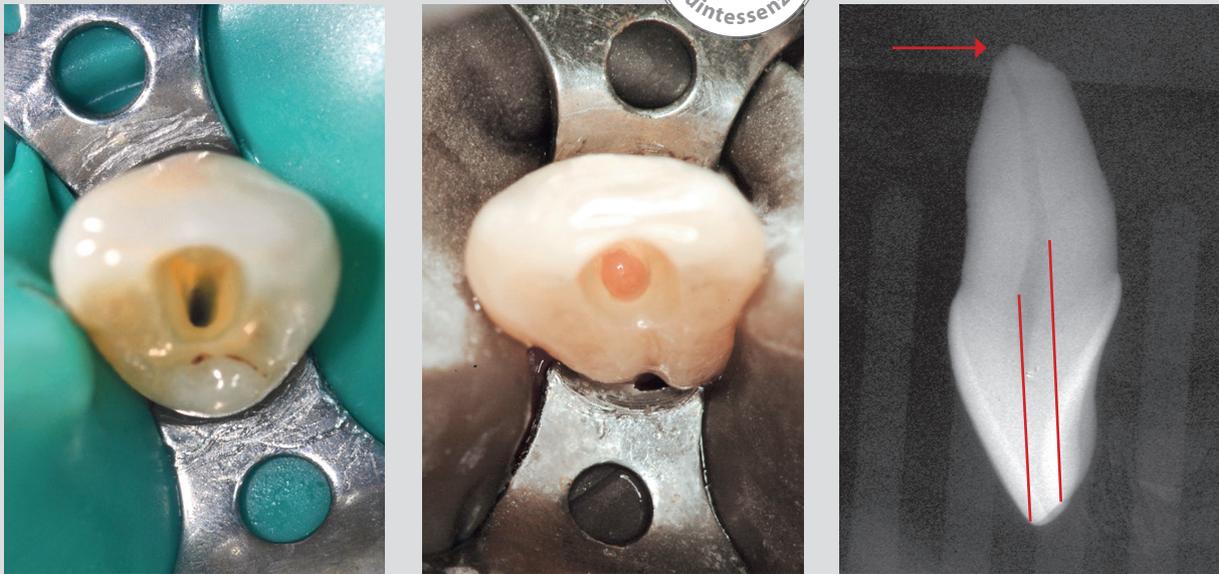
Cavità di accesso negli incisivi superiori ► Le fotografie cliniche e la radiografia di profilo di un elemento estratto mostrano come l'estensione della preparazione cavitaria alla porzione palatina del margine incisale consenta di ottenere aperture in asse con il canale radicolare. Questo disegno di preparazione permette di lavorare in sicurezza in fase di sagomatura e otturazione. Si noti la posizione (*freccia*) eccentrica del forame (coronale) rispetto all'apice.
